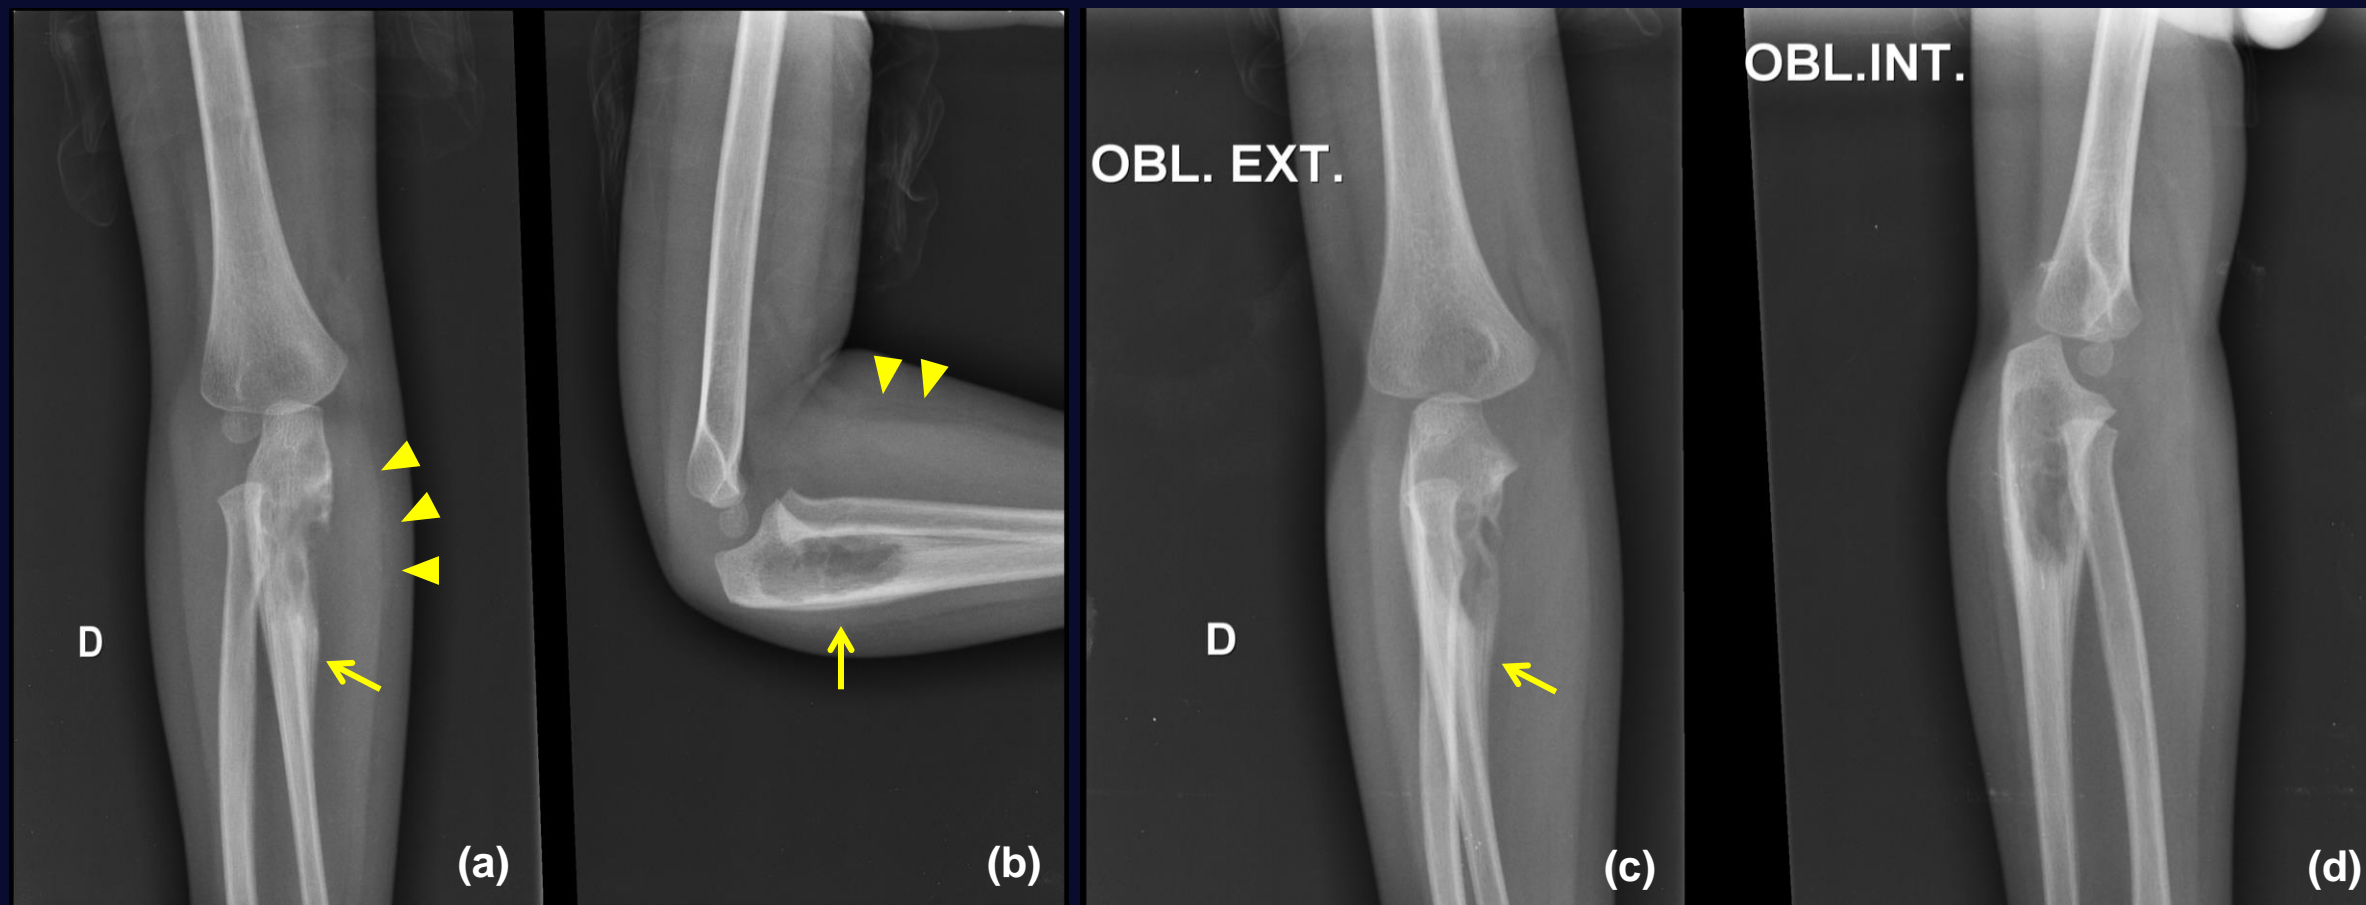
Criança de 3 anos, sexo masculino, com história de dor e edema no cotovelo direito. Radiografias do cotovelo direito nas incidências anteroposterior (a), perfil (b), oblíqua externa (c) e oblíqua interna (d). Observa-se lesão osteolítica na metadiáfise proximal a ulna de aspecto agressivo, com limites parcialmente definidos, ruptura da cortical óssea e reação periosteal adjacente (setas). Há aumento de volume e densificação de partes moles adjacentes (pontas de seta).
